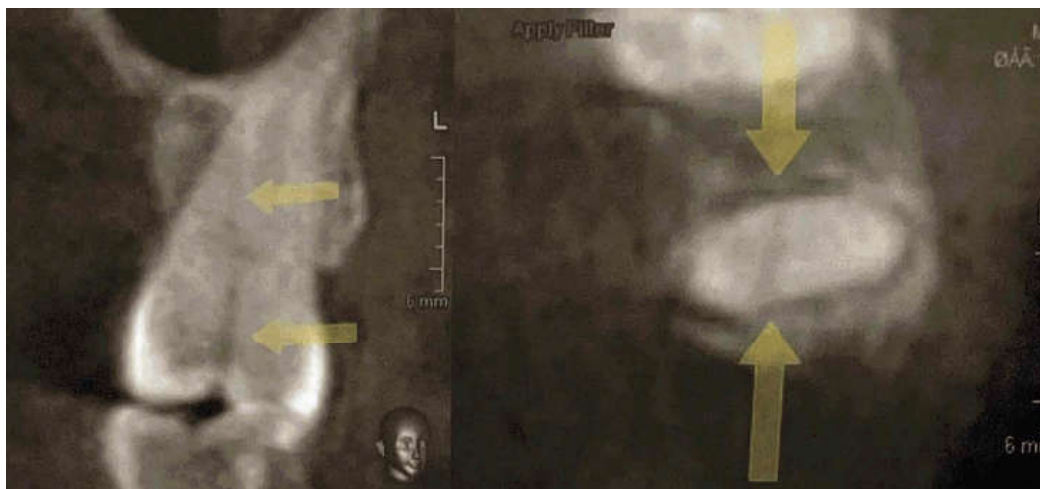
Первичный признак перелома корня — линейный дефект поперек корня зуба (Д. В. Рогацкин, Н. В. Гинали «Искусство рентгенографии зубов»)
